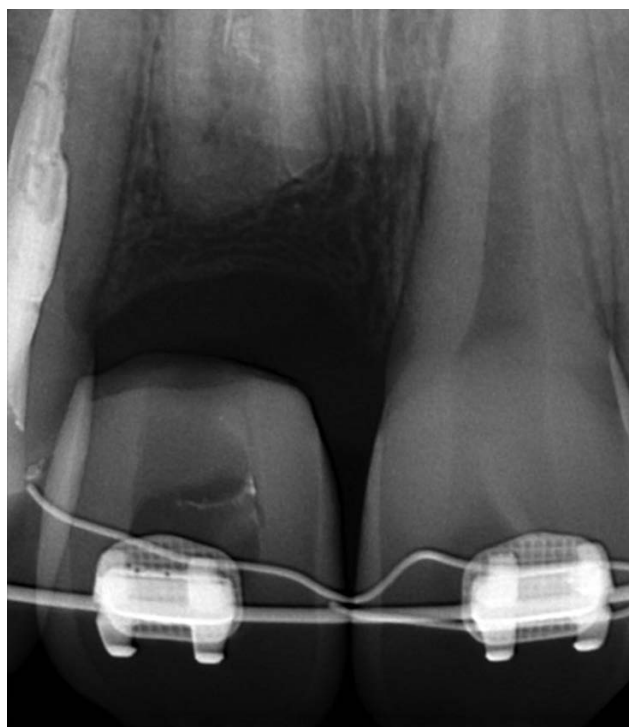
RTG po dekoronacji
